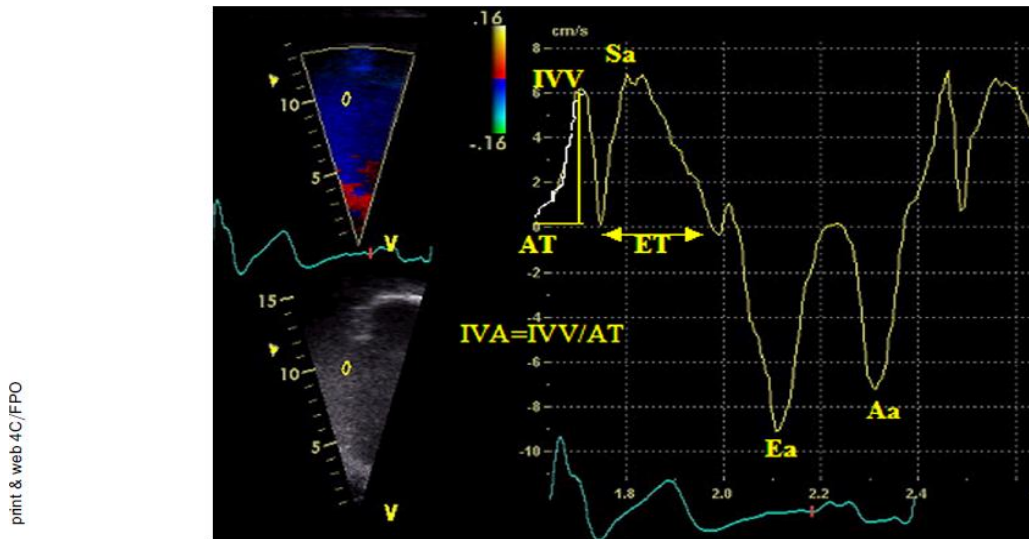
Velocidades e intervalos de tiempo derivados del Doppler tisular obtenido a nivel del anillo tricuspídeo lateral. Aa, velocidad pico durante la contracción auricular; AT, tiempo de aceleración; Ea, velocidad pico durante la diástole precoz; ET, tiempo eyectivo; IVA, aceleración miocárdica durante la contracción isovolumétrica; IVV, pico de velocidad miocárdica durante la contracción isovolumétrica; Sa, velocidad pico durante el período eyectivo de la sístole. Reproducido con permiso de *J Am Soc Echocardiogr*.¹⁸²
